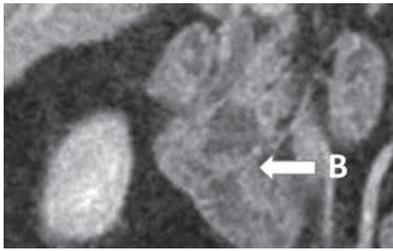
МСКТ с внутривенным контрастированием (В – пристеночный солидный компонент в кистозном образовании)
